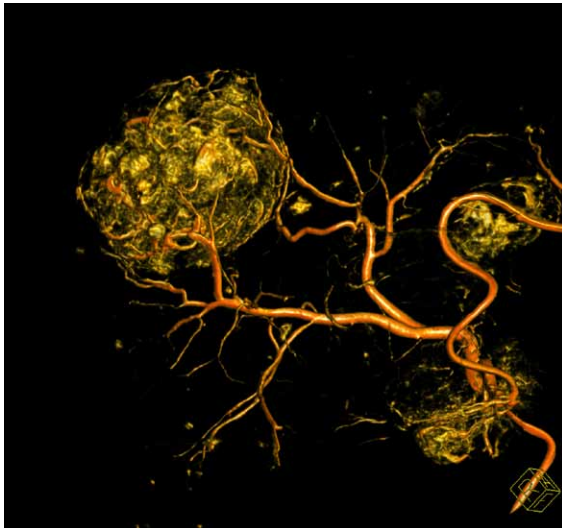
Volume rendered image of C-arm computed tomography hepatic arteriography obtained in 81-year-old man. It clearly depicts large hypervascular tumor and feeding arteries and provides a three-dimensional roadmap to navigate a microcatheter to the target feeding artery.
